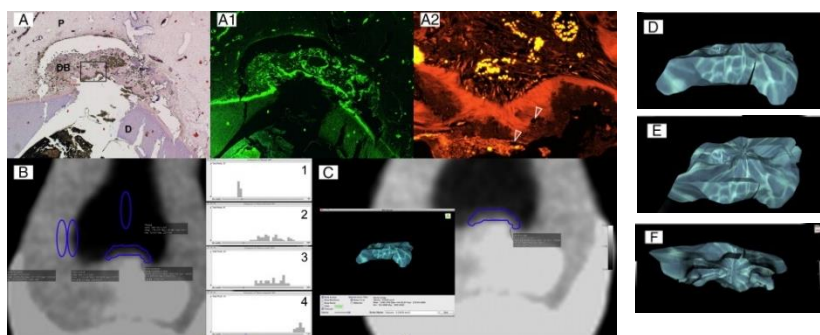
Imágenes de CBCT y cortes histológicos A) formación de puente de dentina después del recubrimiento pulpar directo con hidróxido de calcio. A1) La misma imagen vista a través del filtro 38 HE. A2) Ampliación de A vista a través del filtro 43 HE. B) Medición de densidades e histogramas para la pulpa. C, D, E y F) Modelo espacial de un puente de dentina presentado en varios planos ⁵⁷.
